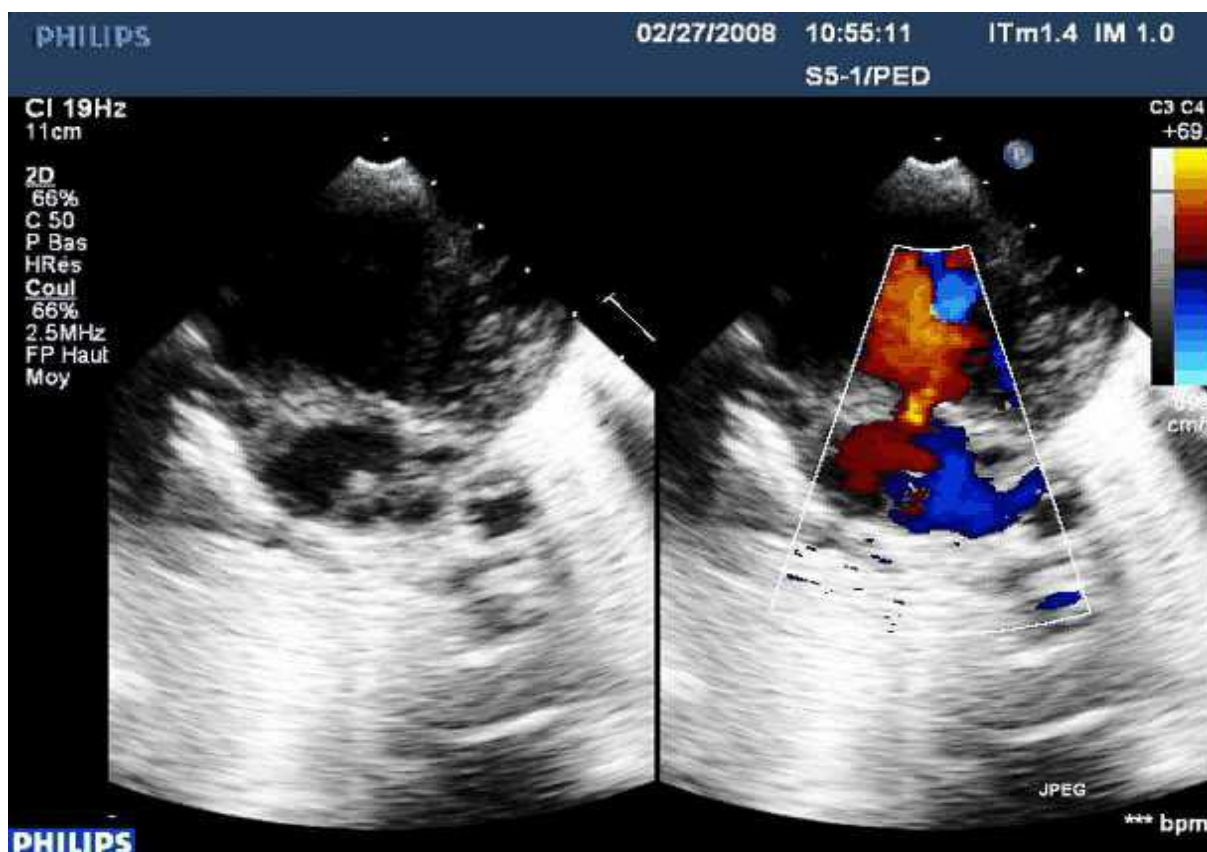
on visualise au doppler couleur le mélange du sang veineux et artériel
